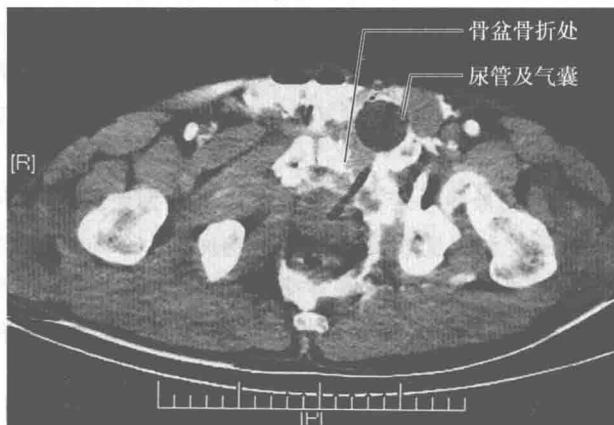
CT提示骨盆骨折,尿管自尿道损伤处置于尿道膀胱外
